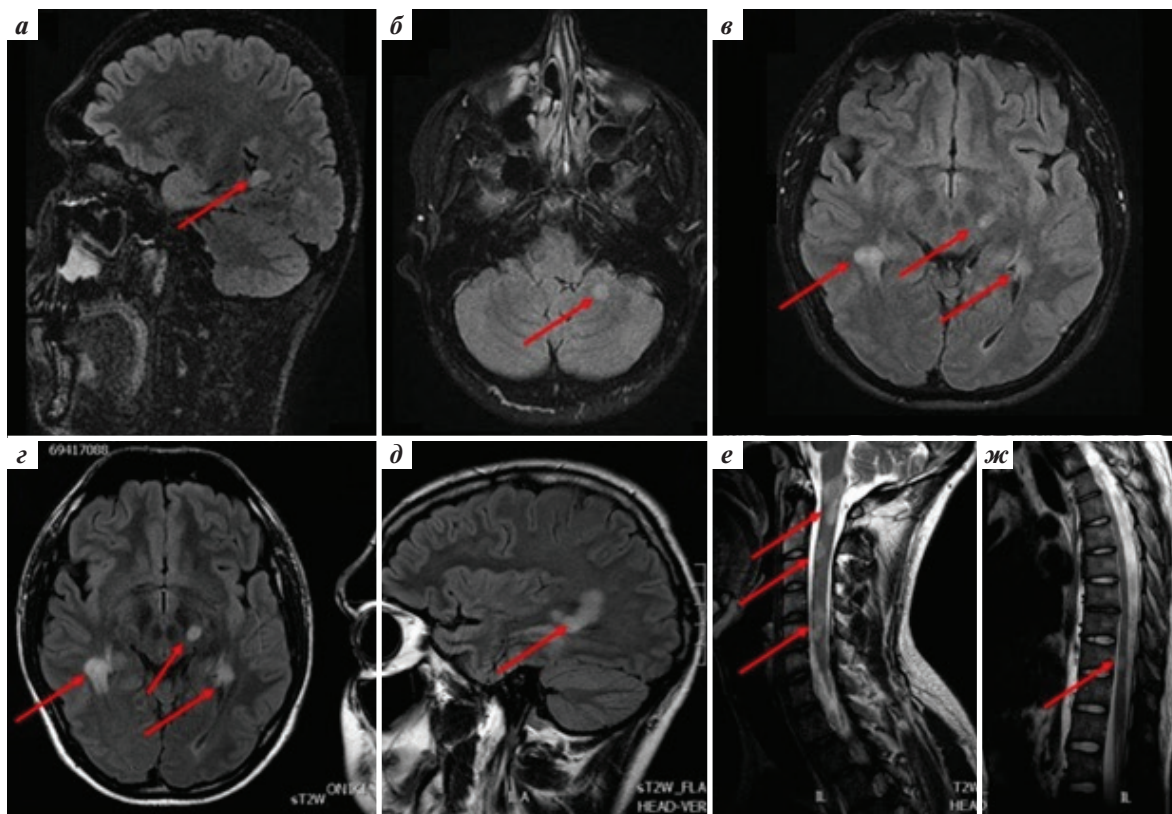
Пациент А., 26 лет. Магнитно-резонансная томография (МРТ) головного мозга в динамике (а–в; через месяц – г, д), МРТ спинного мозга (е, ж). Дебют заболевания в 24 года: через 2 нед после острой респираторной вирусной инфекции почувствовал онемение (и в дальнейшем – слабость) в левых конечностях, затем онемение в правых конечностях, затем слабость в них, далее нарушились тазовые функции. При МРТ головного мозга были обнаружены свежие очаги поражения (а–в). При МРТ головного мозга через 1 мес размер очагов увеличился, они приобрели сливной характер (г, д). При МРТ спинного мозга были выявлены грубые очаги в стволе головного мозга, в шейном отделе спинного мозга (е, ж). В итоге у пациента сформировался продольный обширный поперечный миелит на уровне шейного отдела спинного мозга (С1–6). Был выявлен высокий титр антител к МОГ в сыворотке крови. Пациенту проводилось лечение глюкокортикостероидами (пульс-терапия метилпреднизолоном), иммуноглобулином человеческого нормальным с положительной динамикой. Применение плазмафереза не давало эффекта. После 2 курсов лечения ритуксимабом (2000 мг 1-й курс и 1000 мг 2-й курс) отмечается клиническая ремиссия в течение года, уровень антител к МОГ снизился с 91 до 5 пг/мл. Срок катамнестического наблюдения составил 3 года
